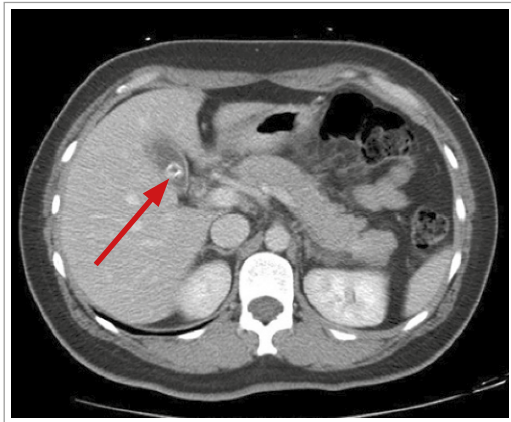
Pancreatitis edematosa intersticial, origen biliar. TC de abdomen y pelvis con contraste en fase portal, muestra cambios inflamatorios y edema peripancreático leve. Flecha indica cálculo en vesícula biliar.
